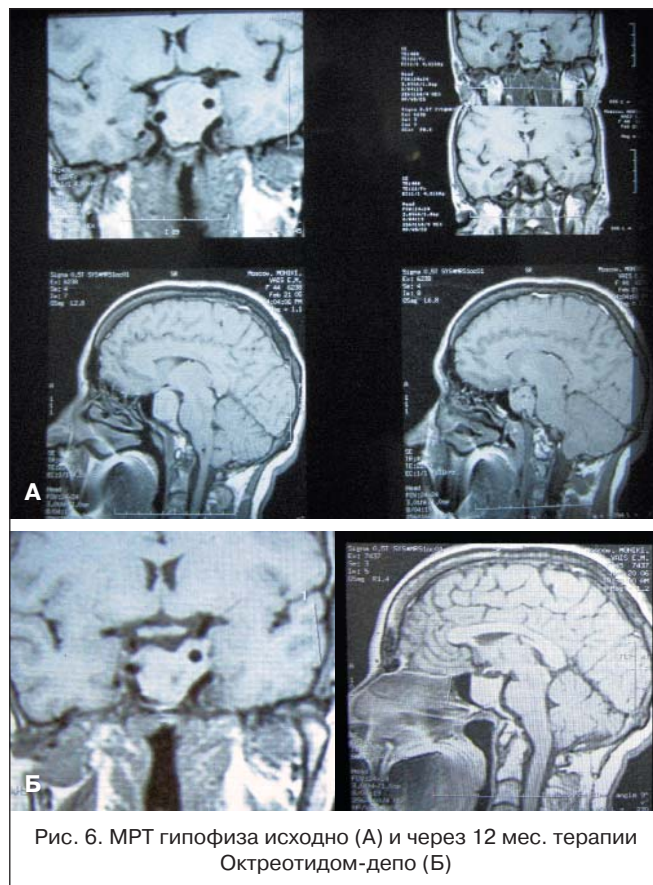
МРТ гипофиза исходно (А) и через 12 мес. терапии Октреотидом-депо (Б)
